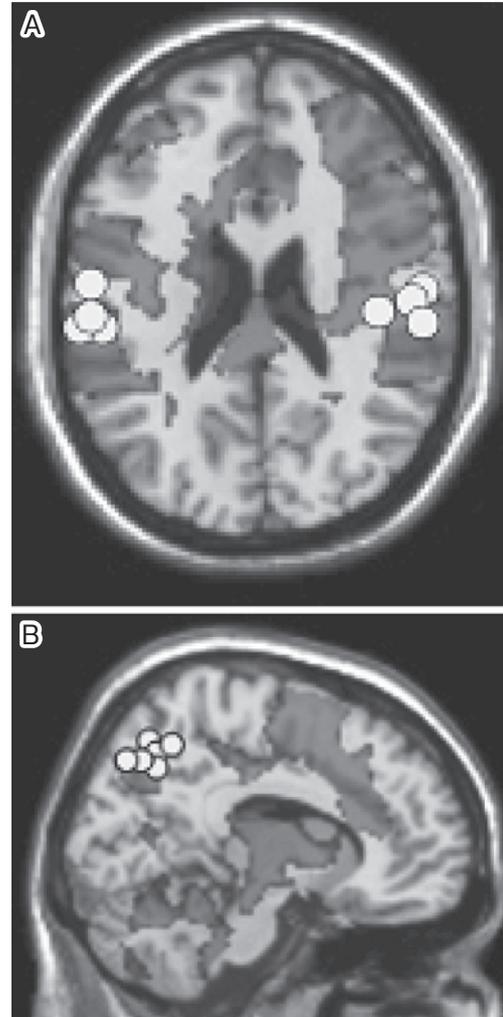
MEG実験で推定されたダイポールとfMRI実験で活動した脳部位. (A) 両側前頭側頭領域の磁場反応に関するダイポールは両側のSII/島の神経活動に関係し, (B) 頭頂領域の磁場反応に関するダイポールは楔前部の神経活動に関係すると示唆された. MRI画像中の濃灰色部分はfMRI実験で痒み刺激に伴って活動亢進した脳部位. (文献10)より引用).
